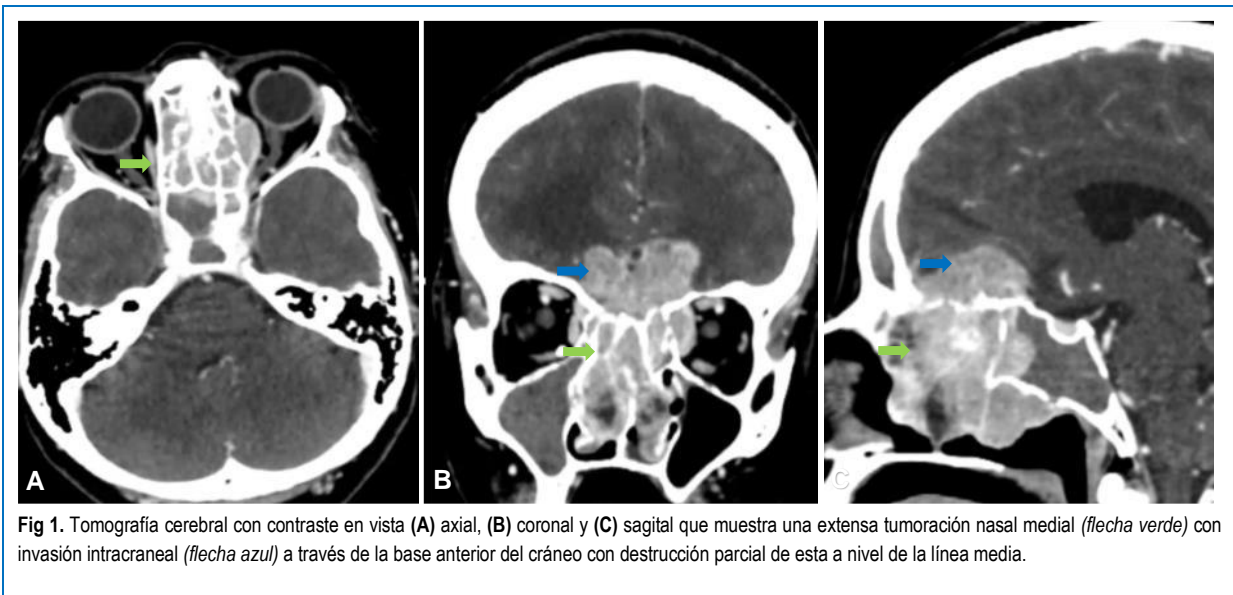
Tomografía cerebral con contraste en vista (A) axial, (B) coronal y (C) sagital que muestra una extensa tumoración nasal medial (flecha verde) con invasión intracraneal (flecha azul) a través de la base anterior del cráneo con destrucción parcial de esta a nivel de la línea media.
